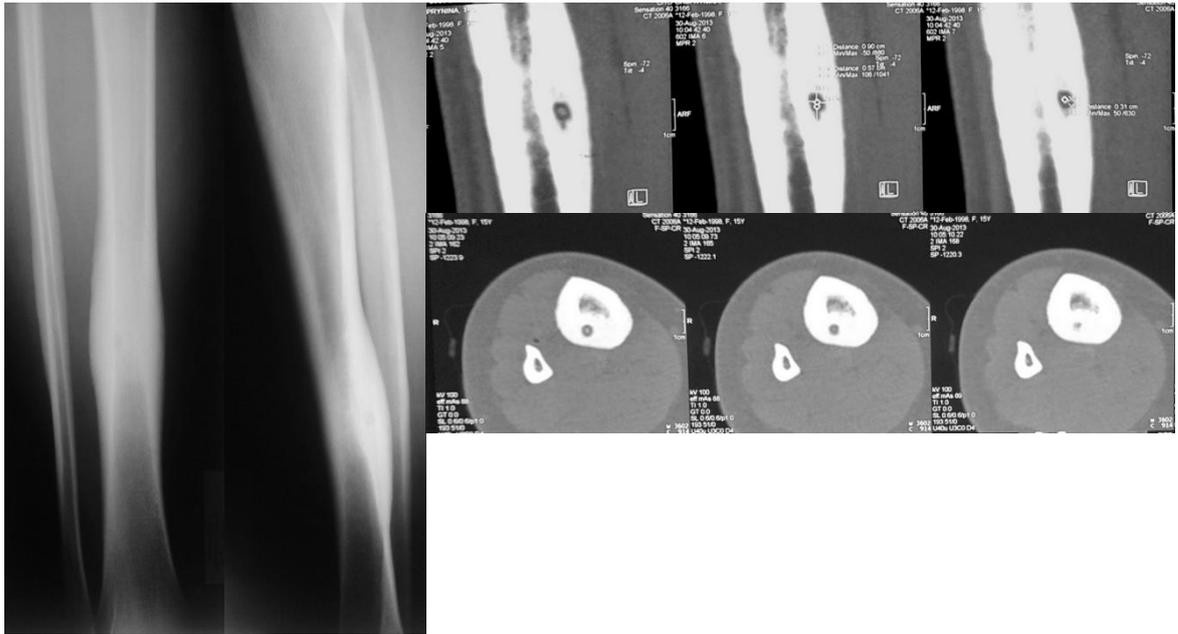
Пациентка Ч., 15 лет, и/б 4898, диагноз: хронический остеомиелит средней трети правой большеберцовой кости. Рентгенограммы и компьютерные томограммы до операции.
